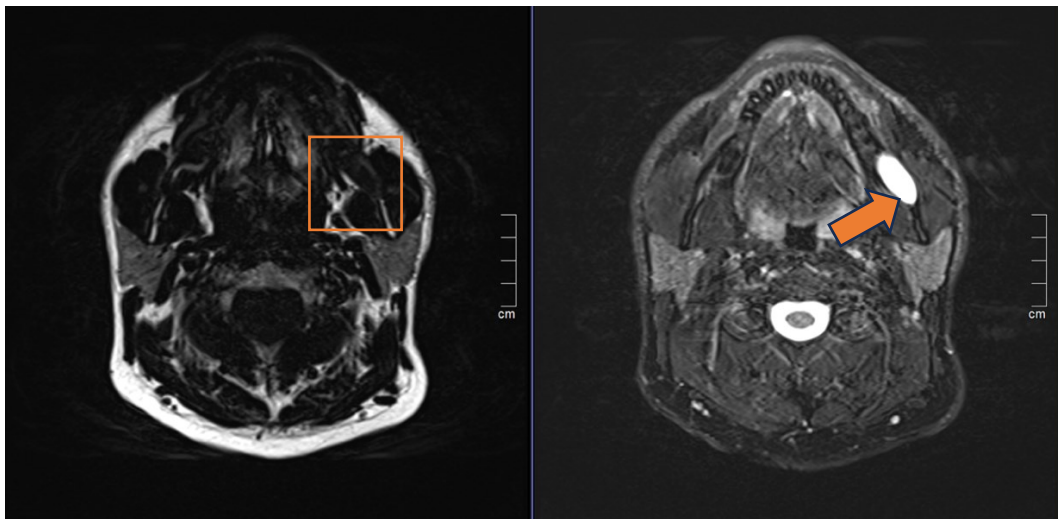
MRT Aufnahme eines Schwannoms links - axialer Schnitt, T1 gewichtete Sequenz links, T2 gewichtete Sequenz rechts
